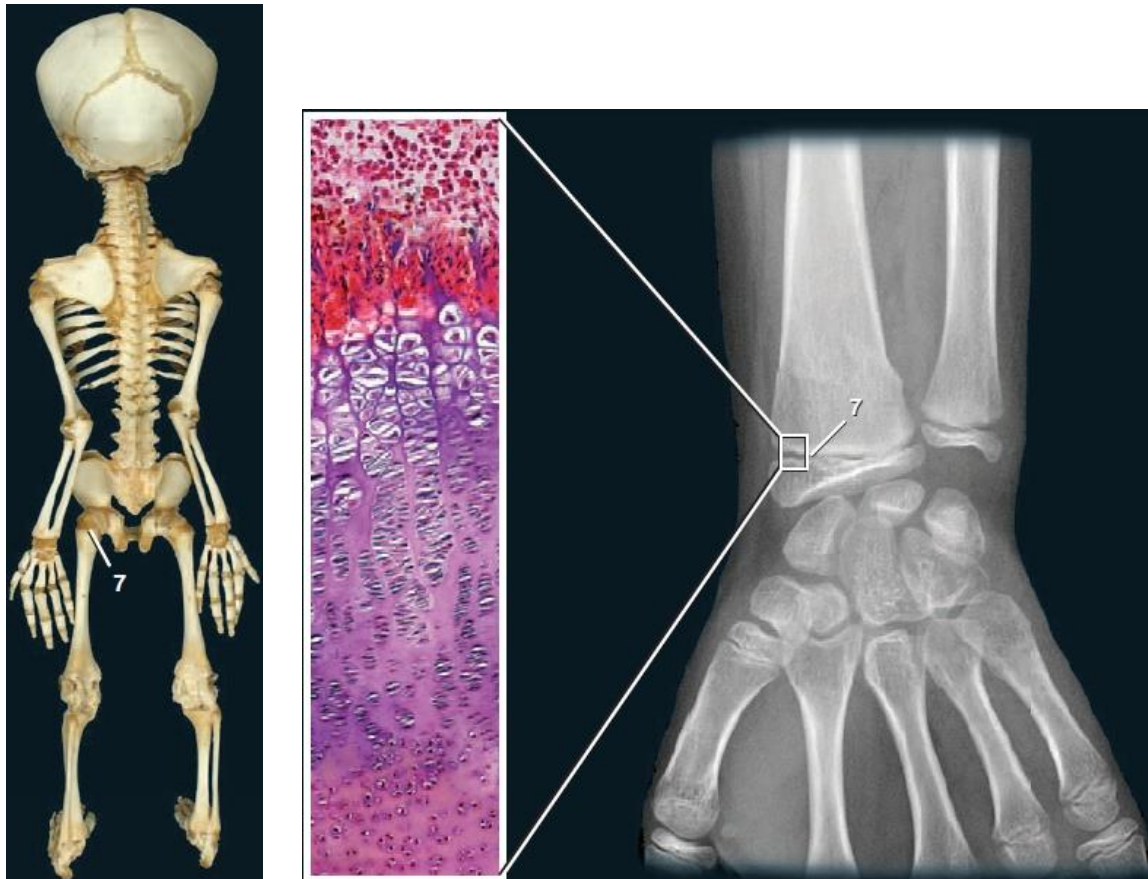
Различные виды соединений тела человека (*продолжение*): *вверху слева* – скелет плода; *вверху справа* – рентгеновский снимок запястья подростка; *внизу* – соединения грудной клетки.
